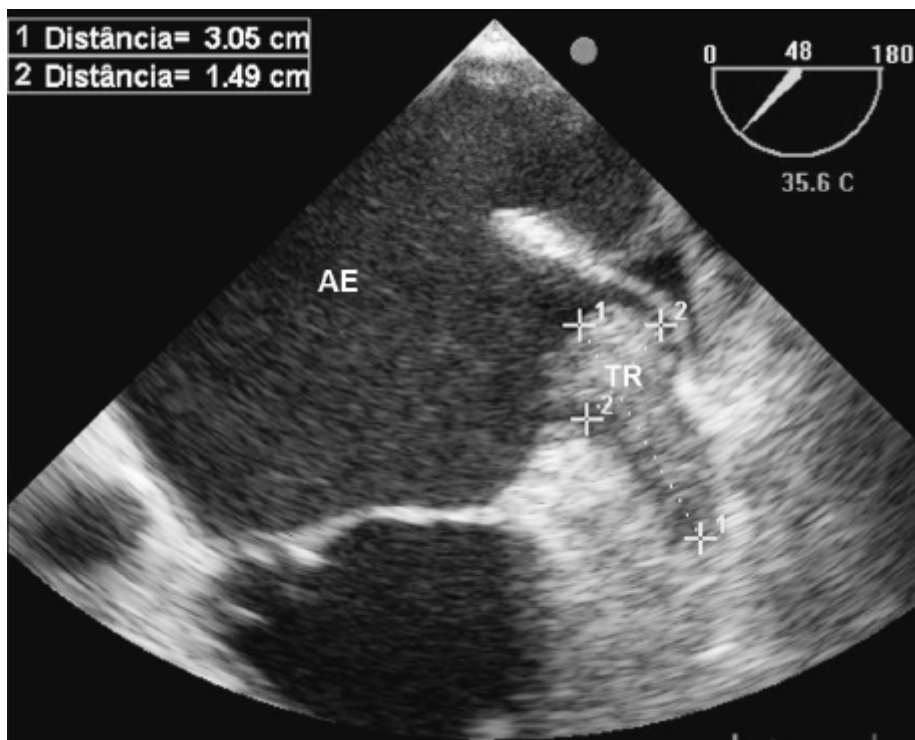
Trombo (TR) que oblitera a cavidade do apêndice atrial esquerdo, detectado à ecocardiografia transesofágica, não visibilizado ao exame transtorácico. Observa-se a relação do apêndice com o átrio esquerdo (AE) e a veia pulmonar superior esquerda.
